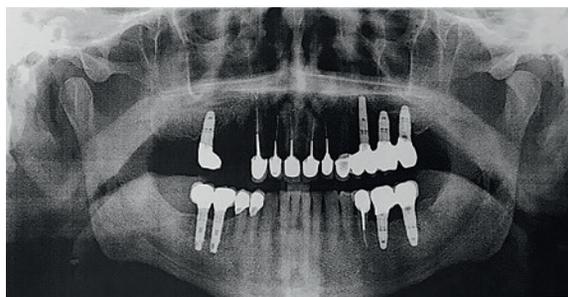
Ортопантомограмма, апрель 2017 г. — рентгенограмма до удаления имплантатов в позиции 2.6, 2.7 зубов
